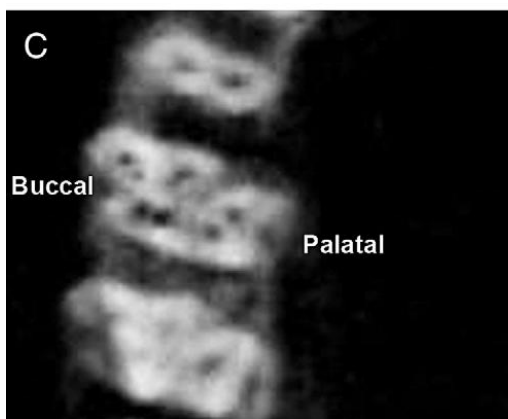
Visualização de 7 canais radiculares num 1º molar superior através de um corte axial obtido por CBCT. (*In Kottoor et al 2010*).
